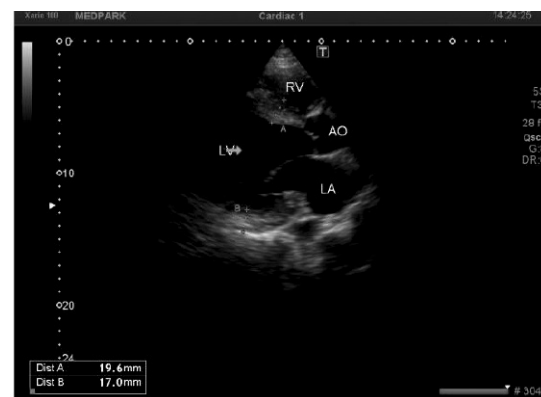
Secțiune parasternală, axul lung.
